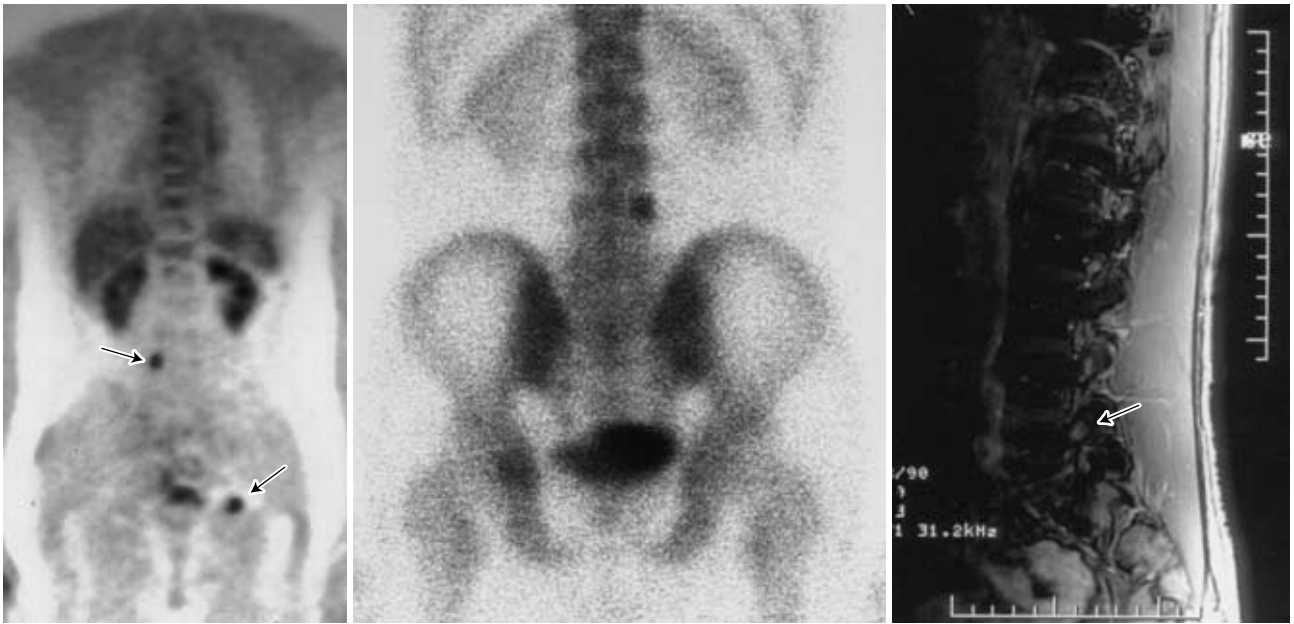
A case of bone metastases after operation of lung cancer with elevation of CEA. a. PET demonstrated faint hot spots in lumbar spine and iliac bone (arrow) b. Bone scintigram (posterior view) also showed abnormal deposits at the same location with PET. c. Bone metastases were confirmed on MIR(arrow) In this case, PET was performed after chest and abdominal CT because CEA level showed gradually increasing. In case of suspected cancer recurrence by continuous elevation of tumor marker, PET may be put ahead of other imaging modality for avoiding unnecessary cost and time.
